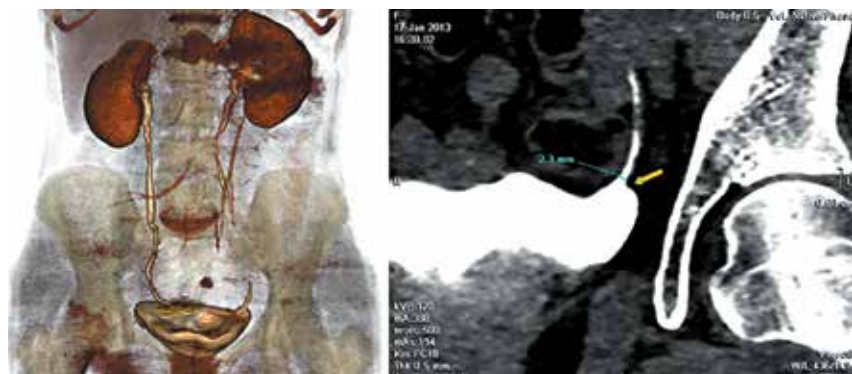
КТ пациентки, перенесшей РА-уретероцистонеостомию, при контрольном обследовании. Стрелкой отмечена зона уретероцистонеоанастомоза (диаметр просвета 2,3 мм)
